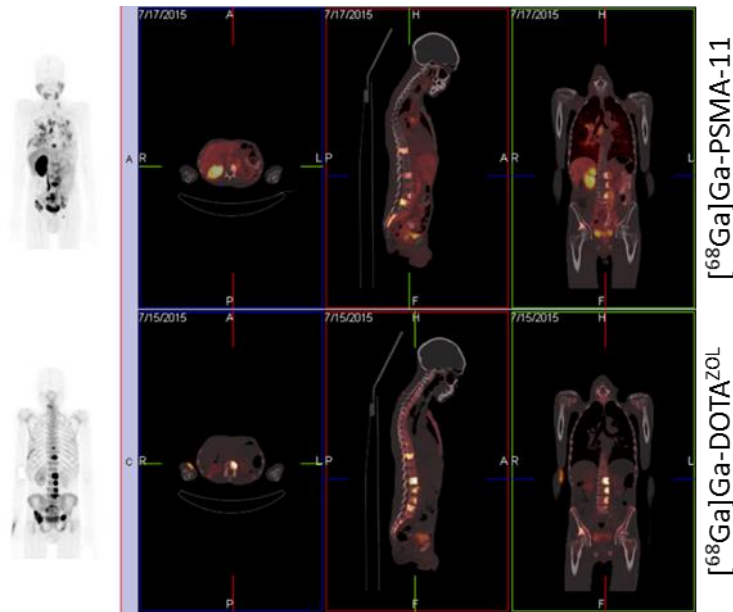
Whole-body PET/CT at 60 min p.i. of 170 MBq $[^{68}\text{Ga}]\text{Ga-PSMA-11}$ and 155 MBq $[^{68}\text{Ga}]\text{Ga-DOTA}^{\text{ZOL}}$, respectively, in a prostate cancer patient (71 years old, Gleason 4 + 4).
